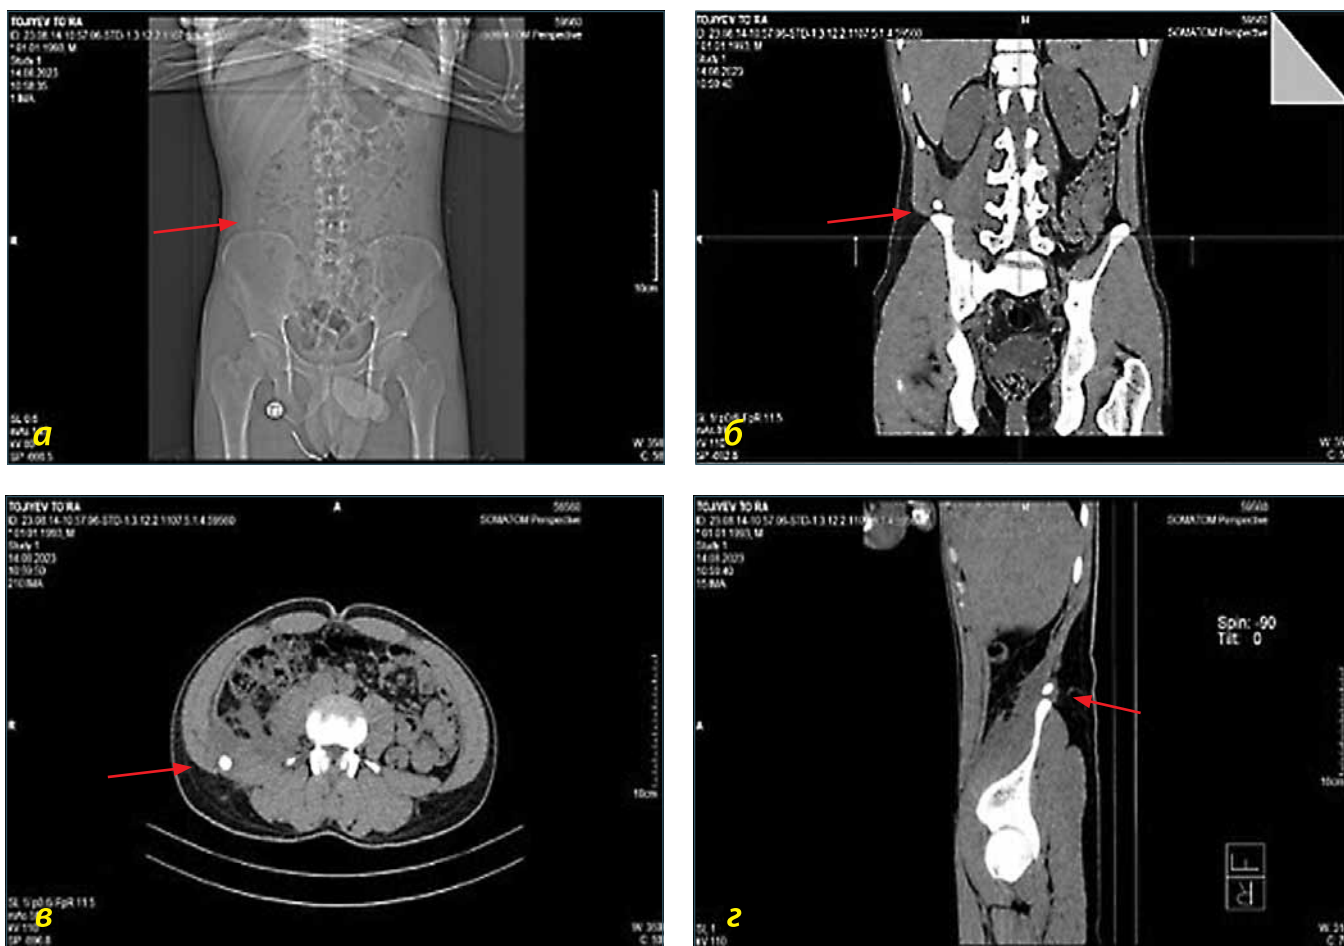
МСКТ картина абсцесса забрюшинного пространства справа с наличием участка обызвествления диаметром до 10 мм, плотностью +59 HU в разных проекциях
